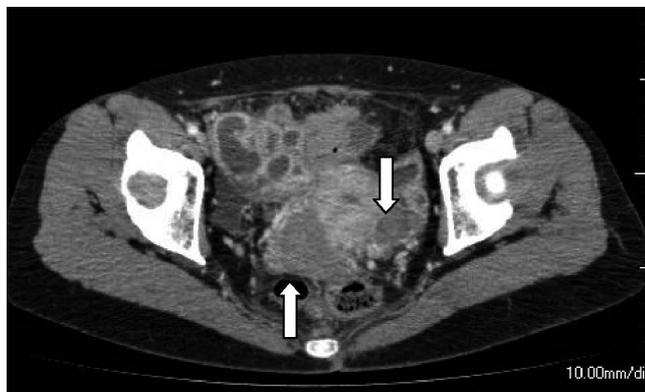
造影CT: 両側付属器に嚢胞性腫瘤があり, 感染の原因であることが疑われた。
